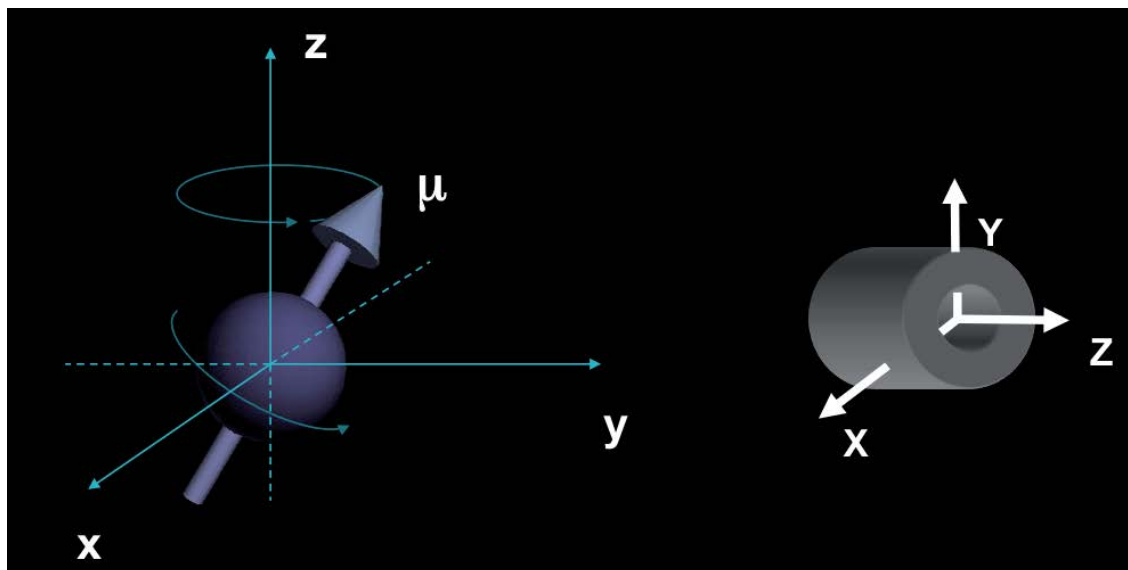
Eixos de coordenadas usados em IRM e o vetor momento magnético (μ) associado ao próton de hidrogênio (Mazzola, 2009).
